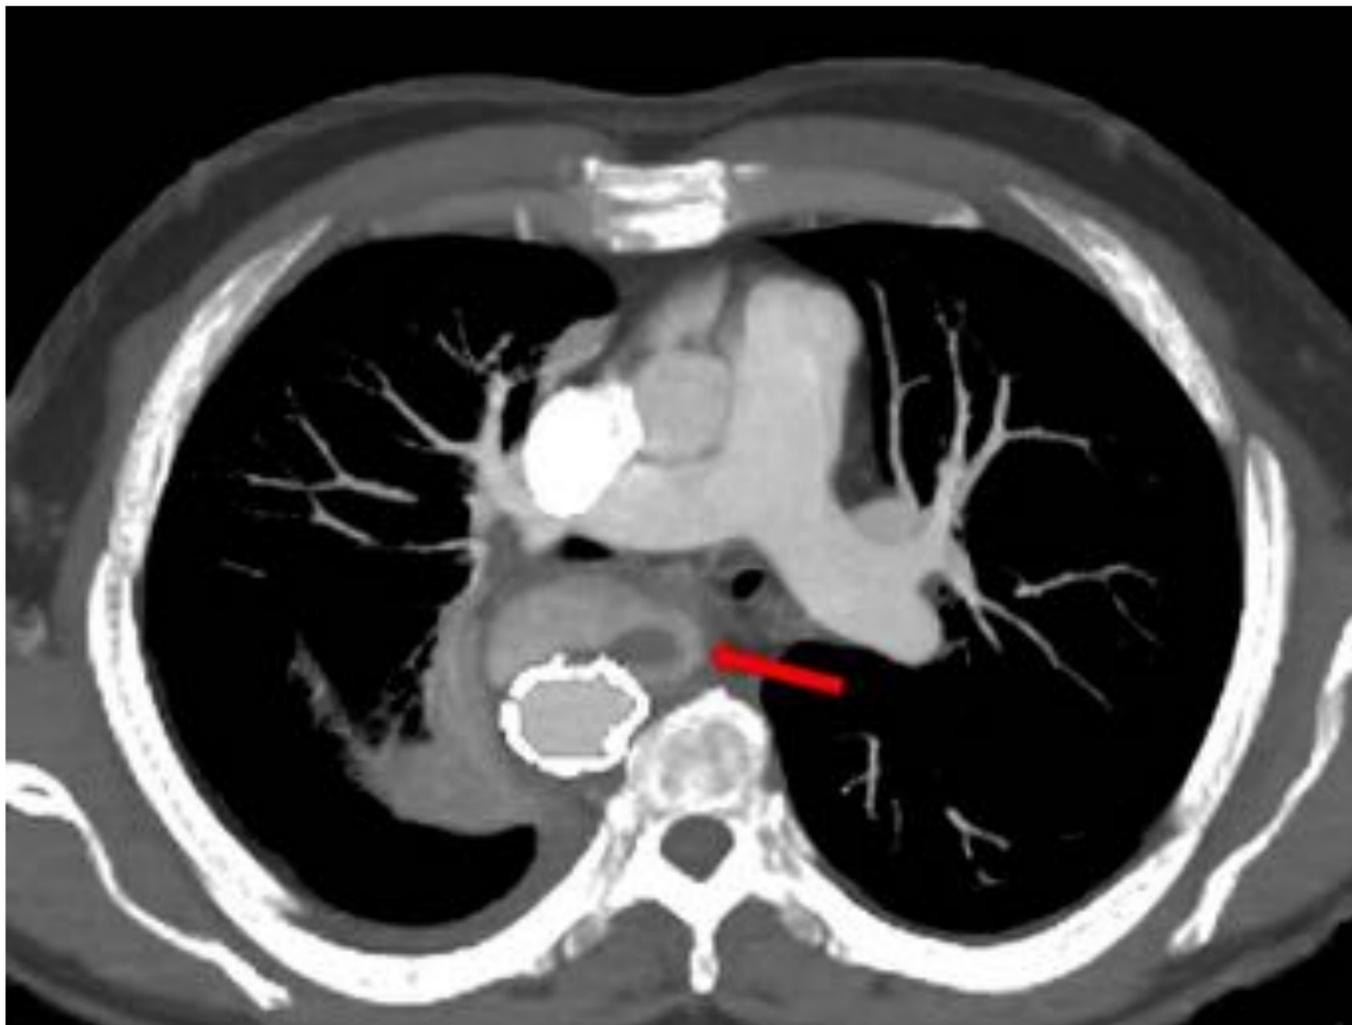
Varón de 55 años con disección aórtica tipo B en el arco aórtico, al que se le colocó de forma urgente una endoprótesis torácica. Al año de la intervención, se describe en el TC de control, opacificación del saco aneurismático de localización preiférica (flecha roja), sugestiva de endofuga tipo II.
